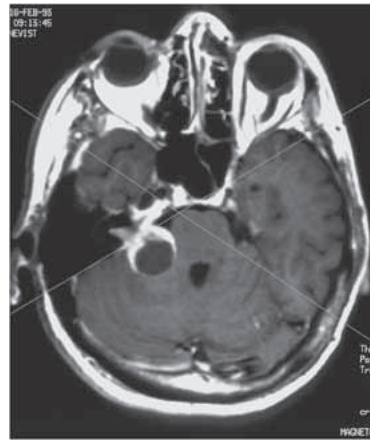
Zystisches Akustikusneurinom re, Gamma Knife Planungs-MRT (T1 mit KM, 3 mm)
